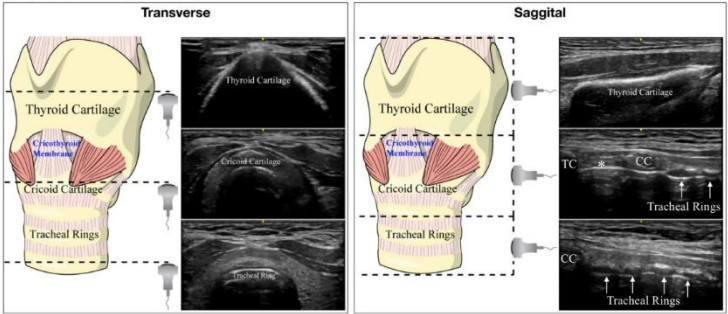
Airway ultrasound (US) probe placement, anatomy and sonoanatomy. (A) Probe placement for airway US scanning. (B) Anatomy of the thyroid cartilage, cricoid cartilage and tracheal rings with corresponding sonoanatomy in transverse and sagittal planes. CC, cricoid cartilage; TC, tracheal cartilage. *Cricothyroid membrane.
